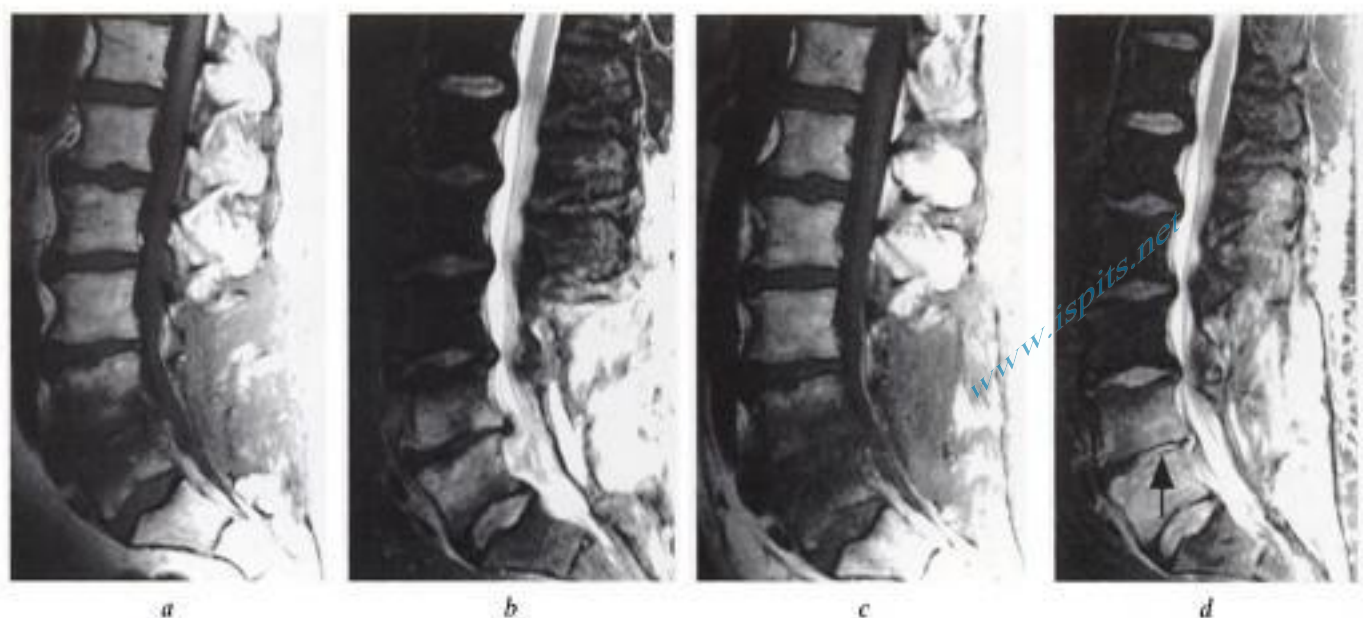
Spondylodiscite postopératoire (douleurs et syndrome inflammatoire deux mois après laminectomie L3-L5). IRM coupes sagittales du rachis lombaire en a) T1, b) T2 : infiltration osseuse de part et d'autre du disque L4-L5 (hyposignal T1, hypersignal T2) sans anomalie franche du signal discal. c et d) Contrôle à 15 jours : majoration des anomalies osseuses et surtout apparition d'une collection intradiscale en hypersignal T2 (flèche en d). Identification d'un *Staphylococcus epidermidis* après ponction discale.
